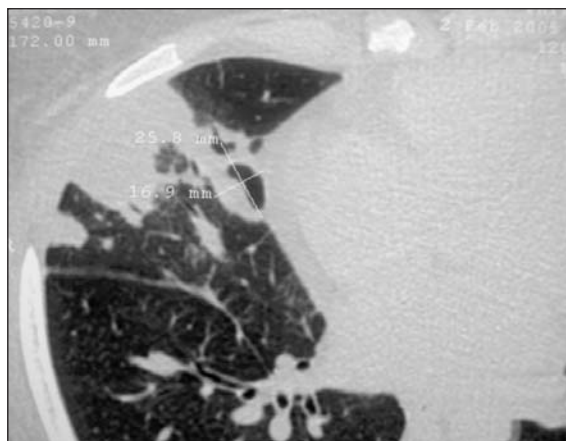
Tomografia Axial Computorizada pulmonar (cortes de alta resolução) evidenciando pormenor de abscesso no lobo médio com conteúdo gasoso no interior.
